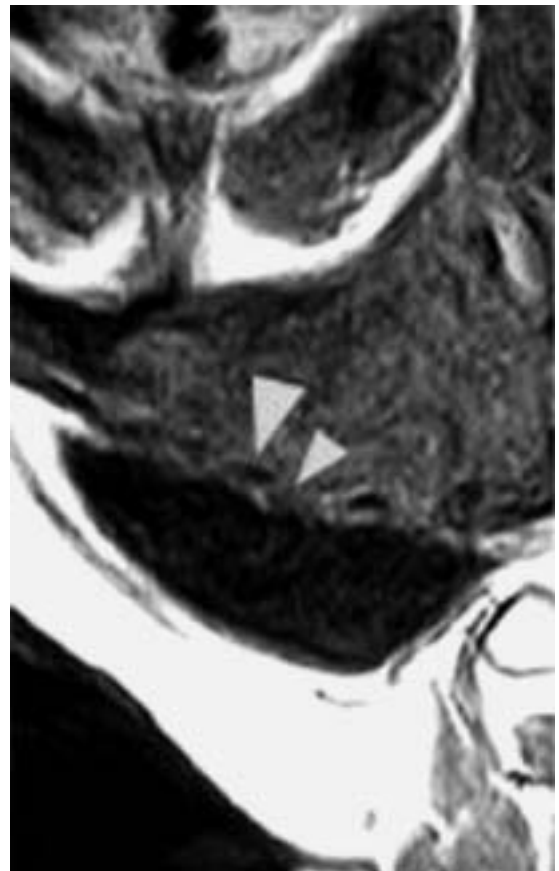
Resonancia magnética. Corte sagital: puede verse una clara invasión vesical por placenta percreta, la flecha mayor indica un grueso vaso de neoformación, obsérvese la pérdida de contraste de la pared vesical superior invadida (reproducción autorizada por Dr José Palacios, publicada en referencia 12).
